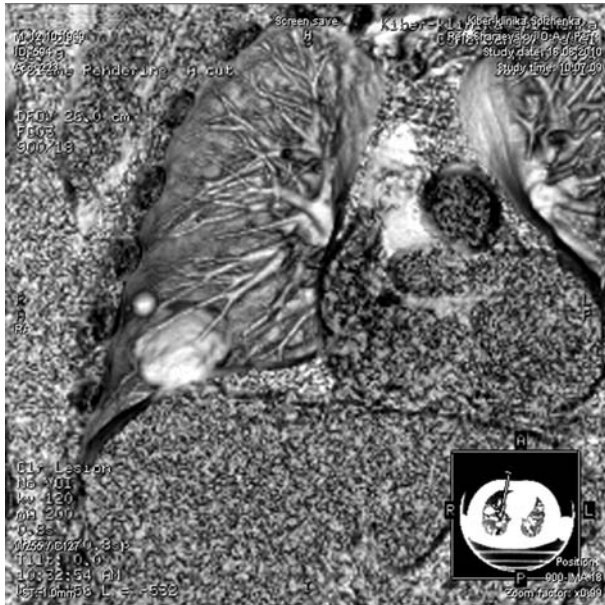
Метастаз в легкое. Компьютерная томография с ангиографией, 3D-реконструкция.
